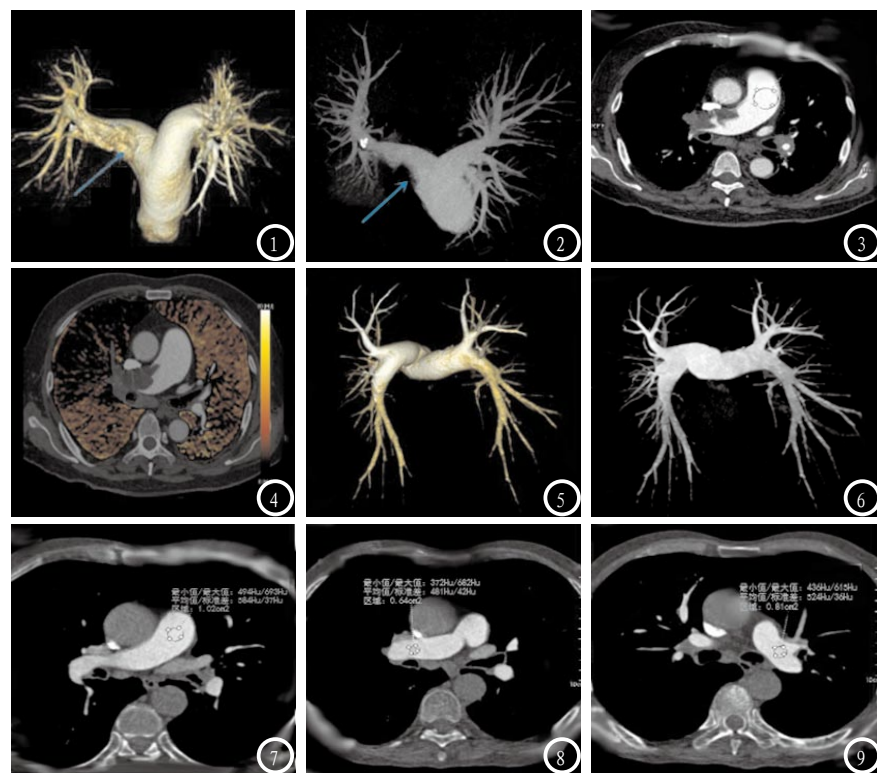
双能量血管成像患者,男,40岁,右肺动脉管腔内血栓,VR图像及MIP图像肺动脉四级分支可辨,右肺动脉主干可见充盈缺损,图3示肺动脉主干CT值512Hu,噪声47,信噪比10.9;图4灌注图,可见灌注缺失区。DLP: 171mGycm, ED: 2.394msv。图5-9 flash扫描模式,VR及MIP图像显示四级分支可辨;图7肺动脉主干CT值584Hu,噪声37,信噪比: 15.8;图8右肺动脉CT值: 481Hu,噪声42,信噪比: 10;图9左肺动脉CT值524Hu,噪声36,信噪比: 14.6, DLP: 64mGycm, 总ED: 0.896msv。
